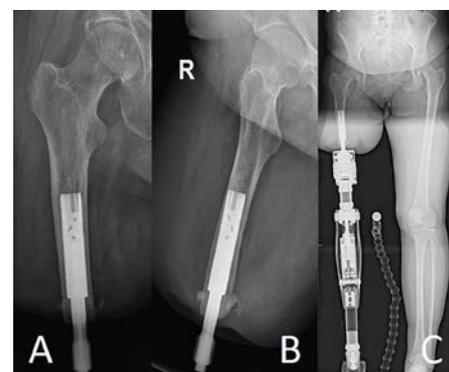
Röntgenbilder einer OPRATM-Versorgung transfemorale rechts. A) Oberschenkelröntgen einer osseointegrierten Fixture und des die Haut durchdringenden Abutment rechts a. p., B) Oberschenkelröntgen rechts axial, C) Ganzbeinaufnahme a. p. mit prothetischem Aufbau 9 Monate postoperativ
